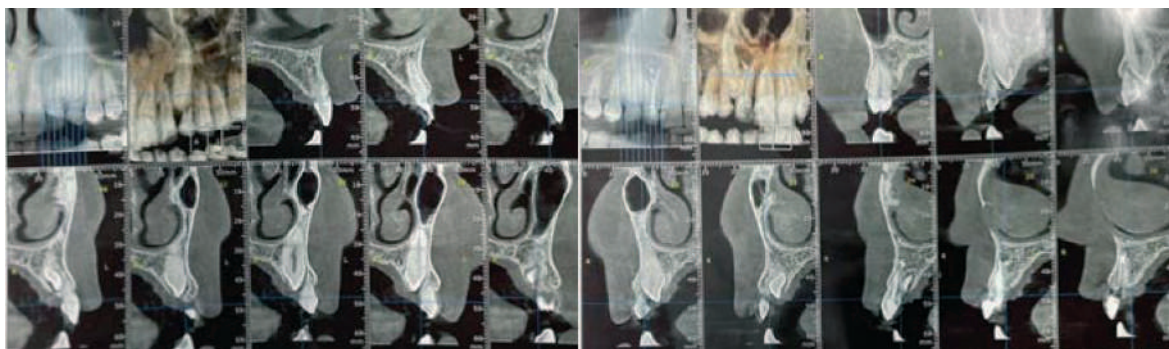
Tomografia computerizată. Imagine în secțiune sagitală a caninilor superiori incluși.
